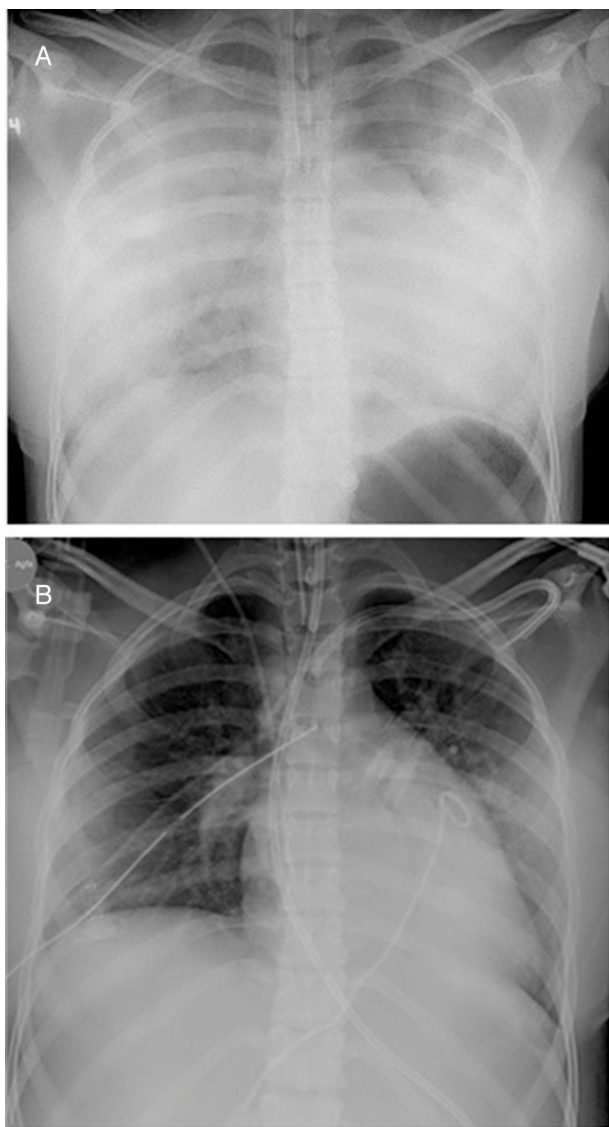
A. Radiografía de tórax al ingreso. Proyección anteroposterior que muestra infiltrados difusos de ocupación alveolar en ambos campos pulmonares. B. Radiografía de tórax de control con disminución significativa de los infiltrados de ocupación alveolar en ambos campos pulmonares.
